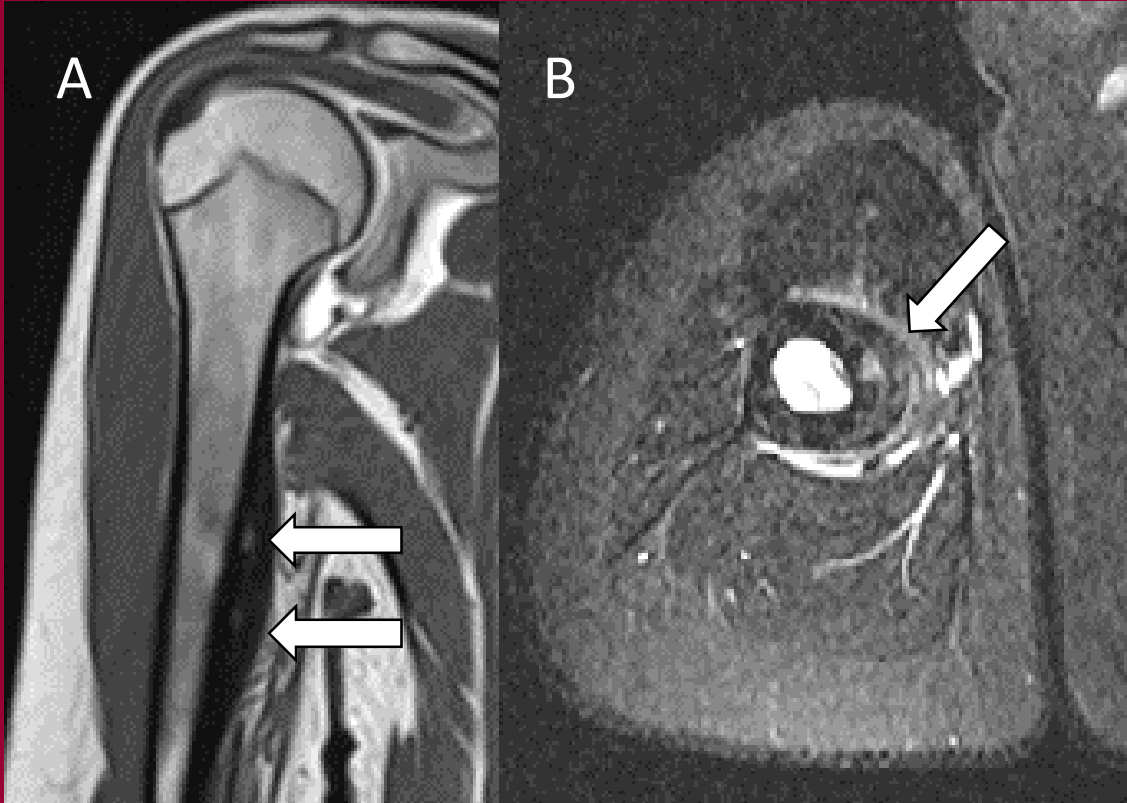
Artro-RM de hombro. (A) Secuencia T1 corte sagital y (B) Secuencia STIR corte axial. En la diáfisis humeral, se objetiva reacción perióstica en la región medial, con dos imágenes hiperintensas en su interior (flecha) y marcado edema endomedular.
